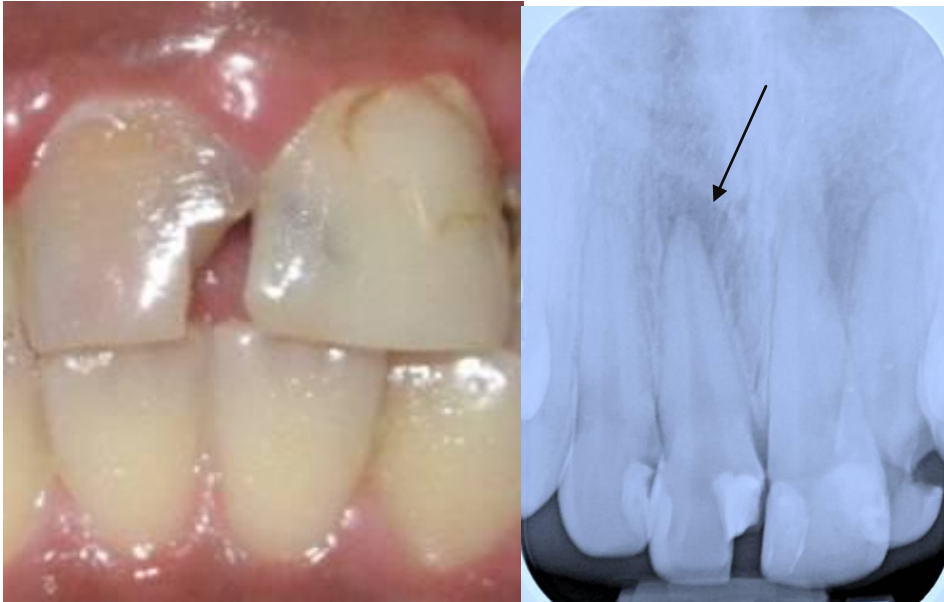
Incisivo Central con Necrosis Pulpar ocasionada y Periodontitis Apical Crónica; ocasionado por caries (Se adjunta Radiografía).
